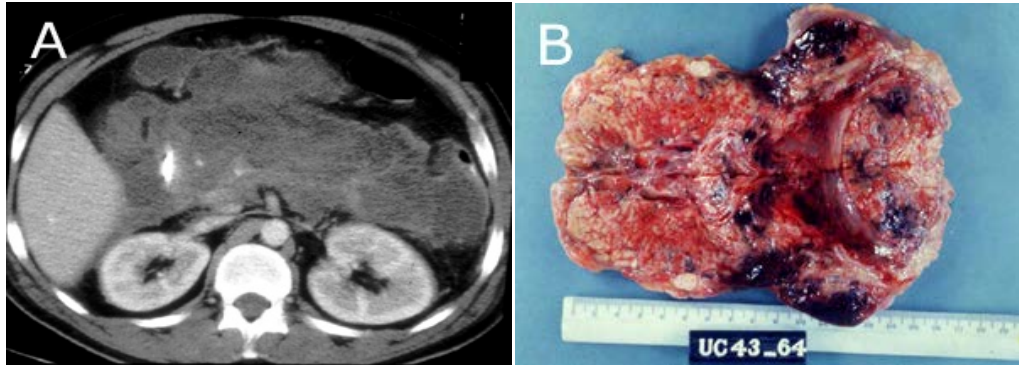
A- TAC de abdomen con medio de contraste intravenoso. Gran colección retroperitoneal peripancreática con extensa necrosis pancreática. El inyectar un medio de contraste intravenoso permite reconocer parénquima pancreático viable, el que aumenta su densidad versus el tejido necrótico que no varía ya que no tiene irrigación sanguínea. B- La pieza quirúrgica corresponde a otro paciente y se muestra con fines comparativos. Prácticamente la totalidad del páncreas está necrótico. En estos casos la extracción del páncreas necrótico estaría más justificada ya que el fenómeno no es reversible. Así todo, hoy en día la pancreatectomía total es una terapia de excepción en el tratamiento de esta afección y está prácticamente en desuso porque no ha demostrado beneficios.
